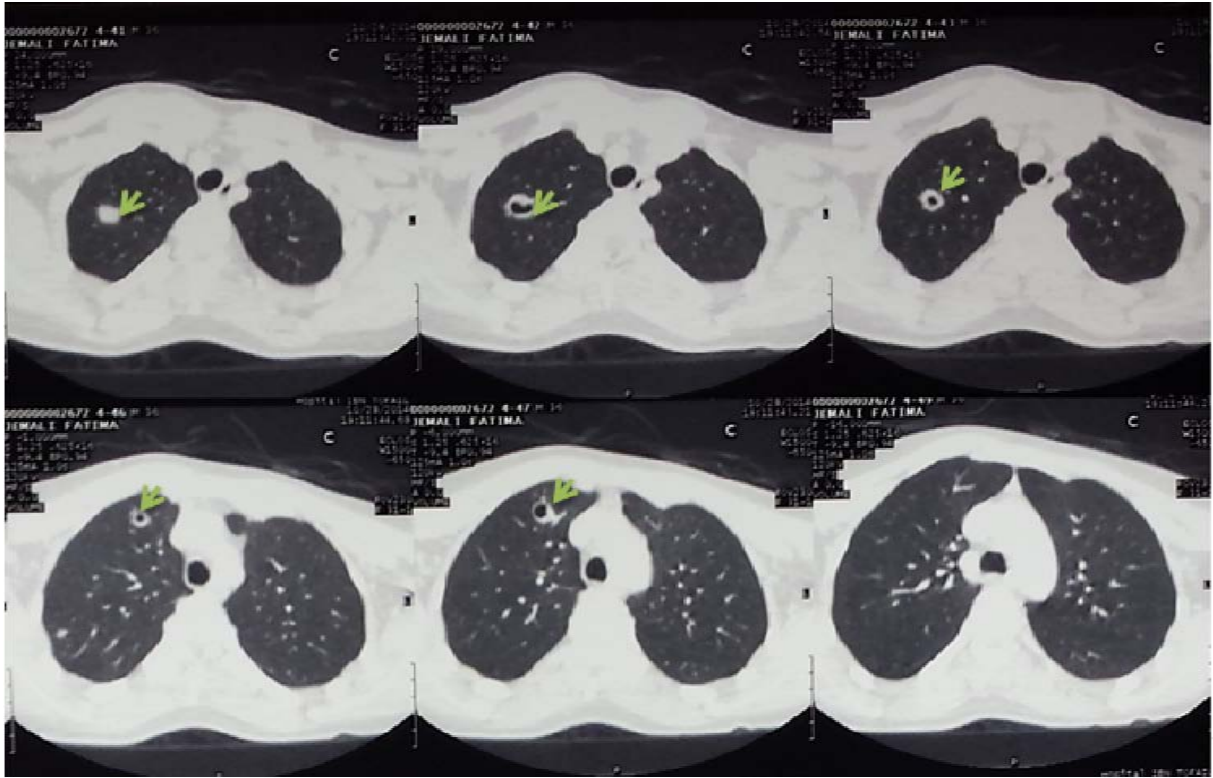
TDM thoracique montrant des lésions pulmonaires en faveur d'une localisation secondaire.
